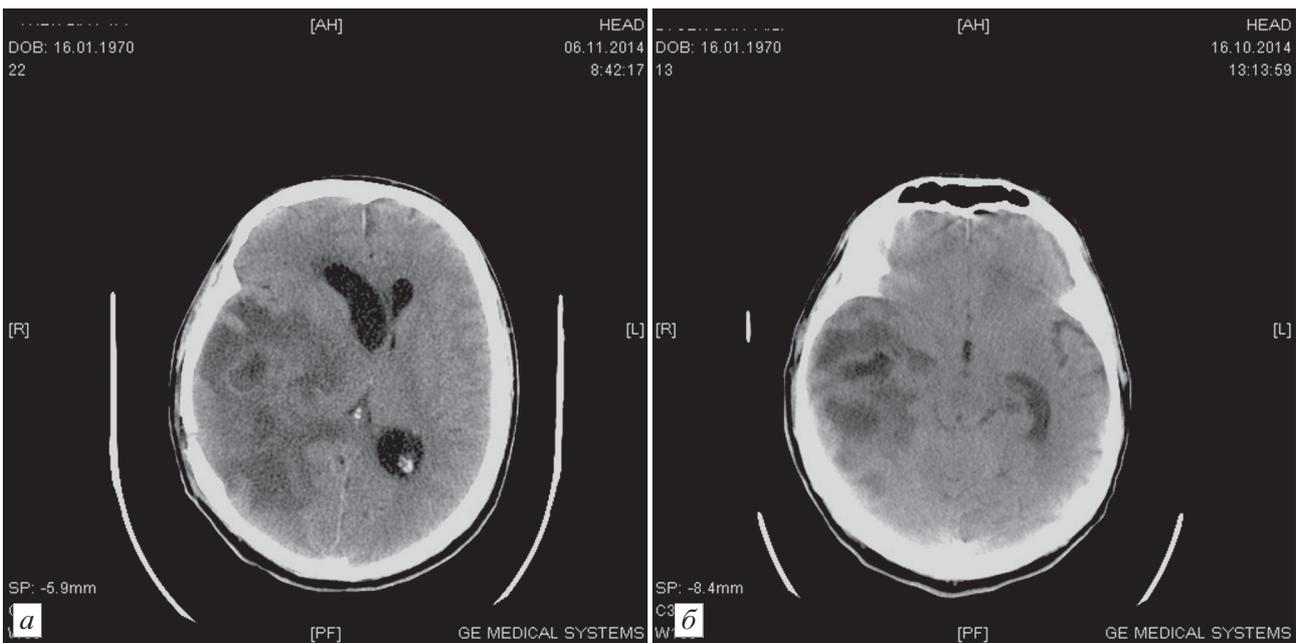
МСКТ головного мозга без контрастирования пациента Л., 34 года: аксиальная проекция с множественными отогенными абсцессами правой гемисферы.
